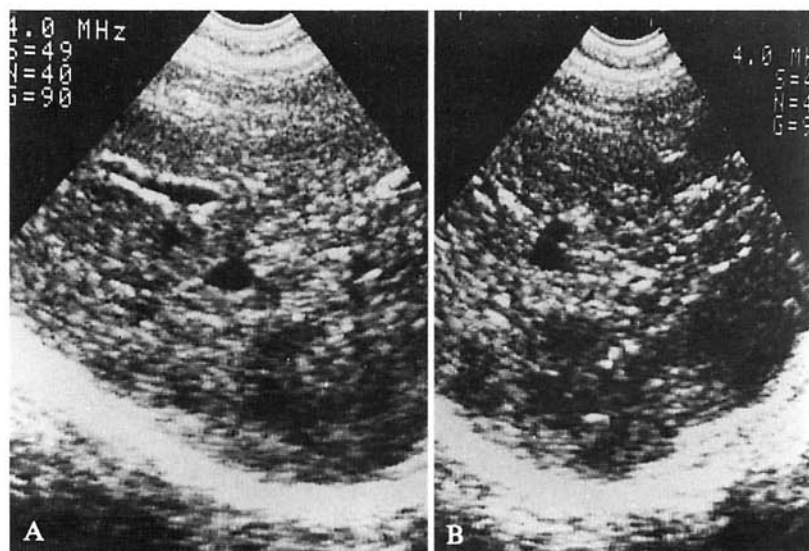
A, B) Scansioni ecografiche sottocostali ascendenti del lobo epatico destro: primo controllo. Lesioni focali ipoecogene multiple in parenchima lievemente steatosico. Subcostal slanting US scan of the right hepatic lobe: first control. Multiple hypoechoic nodular lesions are demonstrated in mild fatty liver infarction.
